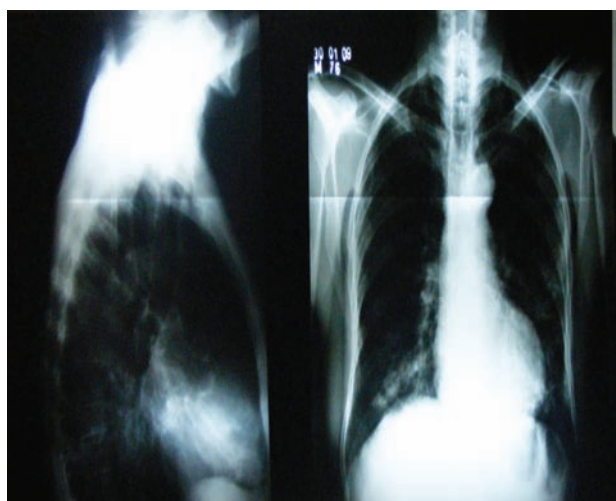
Radiografía simple de tórax del paciente de caso clínico
